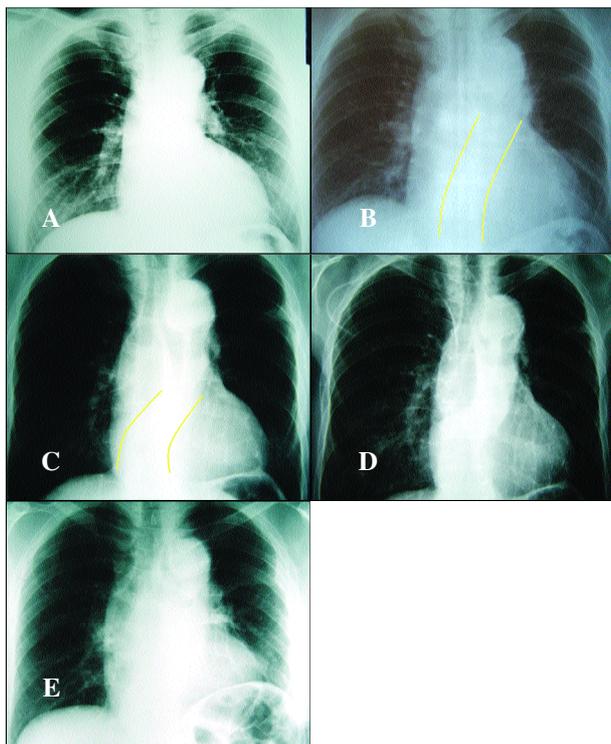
Radiografias do tórax pré-lobectomia superior esquerda (A e B) e pós-lobectomia superior esquerda com alteração do contorno da aorta (C e D) e elevação da hemicúpula esquerda (E).
